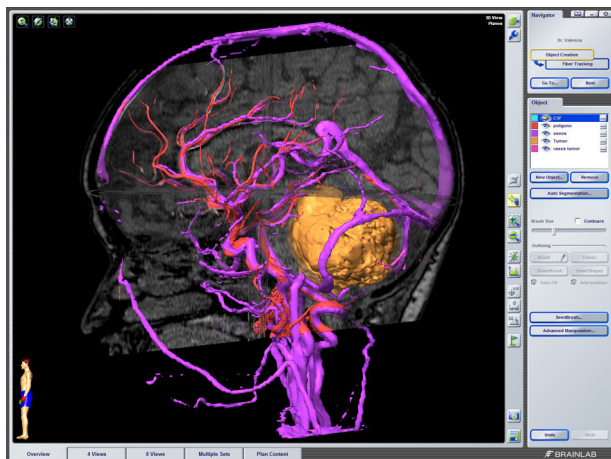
RM tridimensional en la que la neuronavegación ha reconstruido los principales senos venosos intracraneales, el polígono de Willis y la voluminosa masa tumoral en la fosa posterior.
